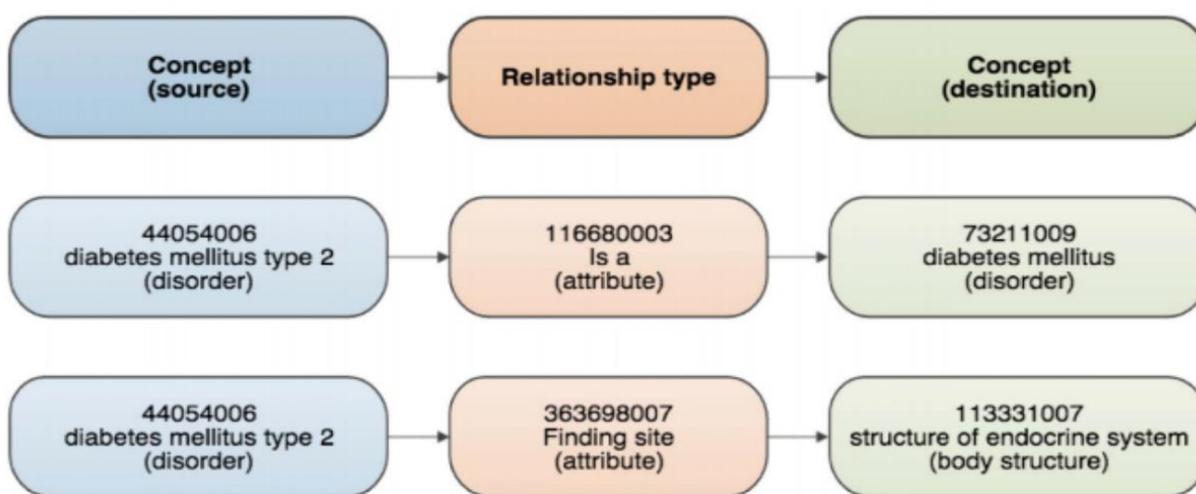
Relações possíveis entre conceitos no SNoMED CT
